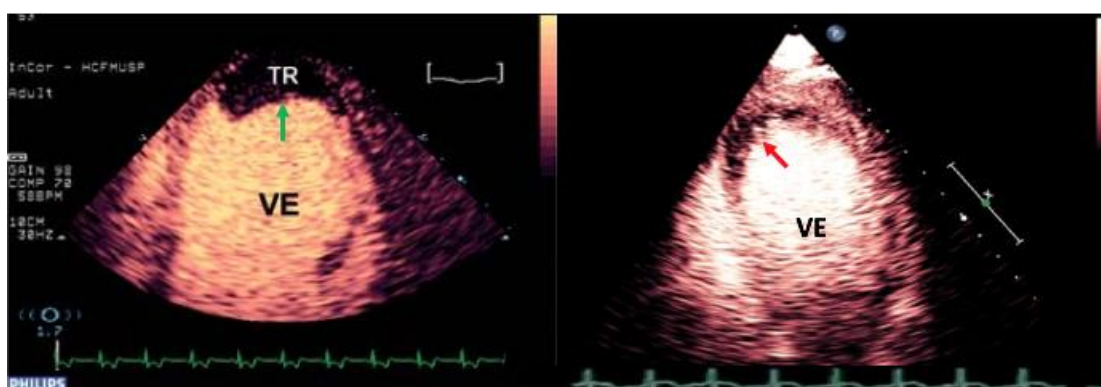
Aplicações da ecocardiografia contrastada no IAMCSST.
